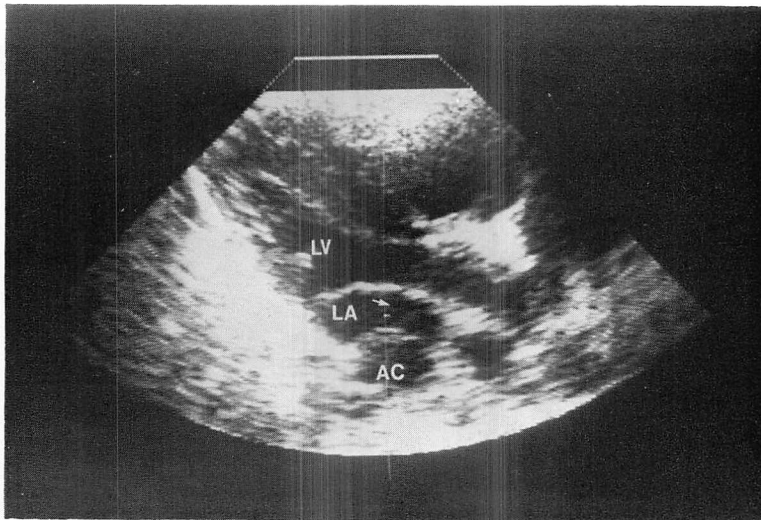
Parasternal long-axis view of a patient with cor triatriatum (Case 6).
